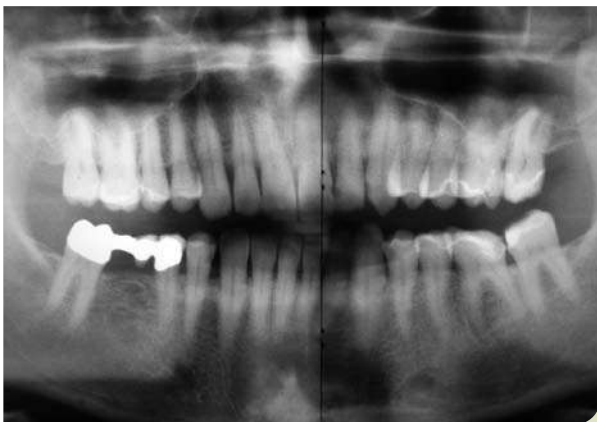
Röntgenaufnahme der Ausgangssituation.
